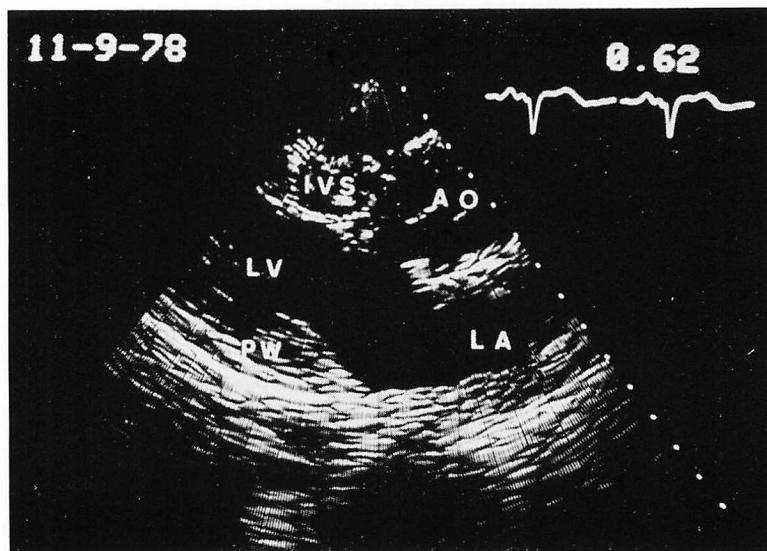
Two-dimensional echocardiogram.
